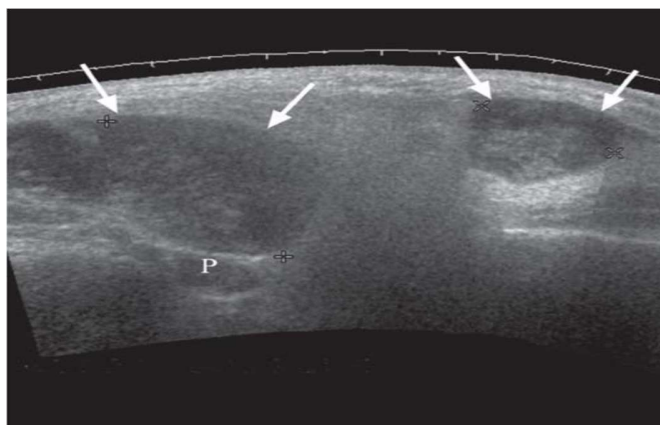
Image ultrason (US) axiale de la glande parotide : Tumeur de Warthin.
